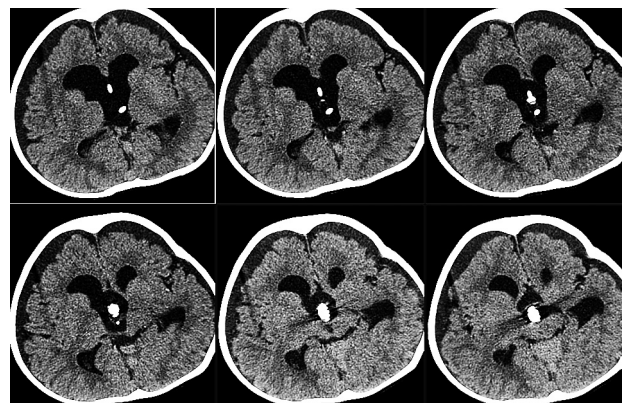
МСКТ (серия аксиальных срезов) через 1 год после операций. Фланцевый катетер располагается в кисте, катетеры бивентрикулостомии — в проекции боковых желудочков. Просматривается существенное уменьшение размеров желудочков. Субдуральное скопление ликвора без клинических проявлений
